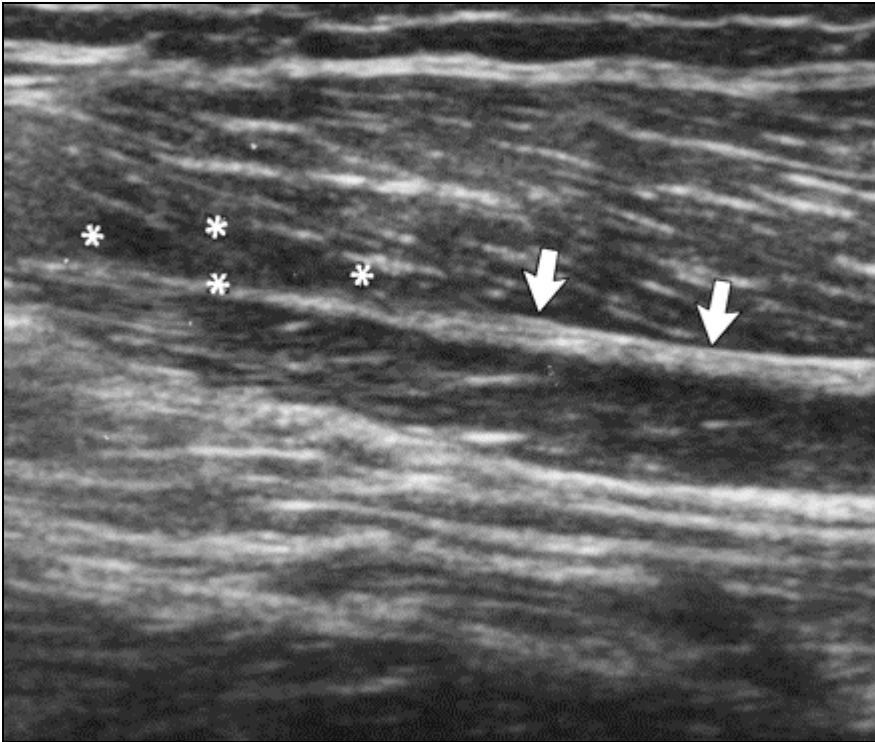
immagine ecografica di lesione di I° del capo lungo del bicipite
